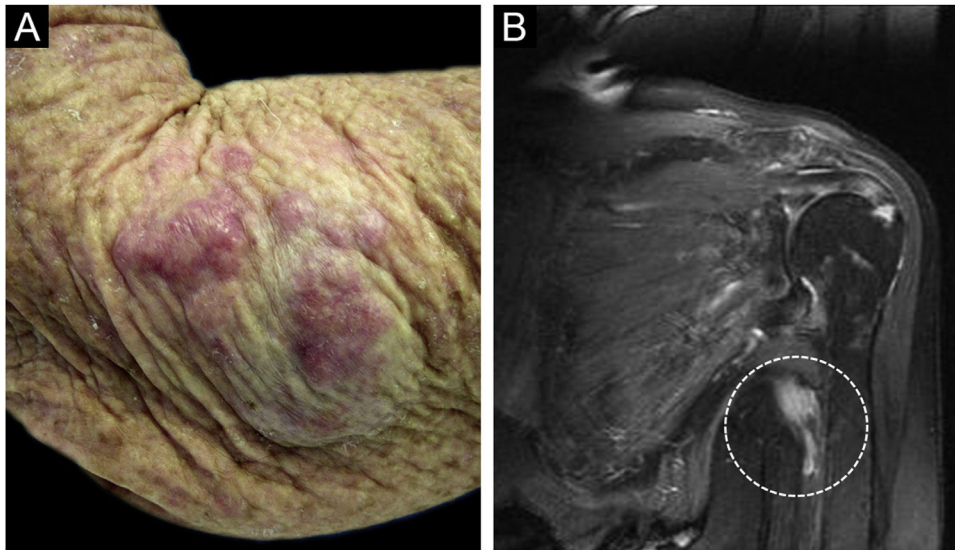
(A) Nódulos e pápulas róseos brilhantes na área do cotovelo esquerdo, satelitoses e metástase em trânsito. (B) Ressonância magnética com imagem nodular junto ao feixe vâsculo-nervoso axilar esquerdo sugestiva de neoplasia.
